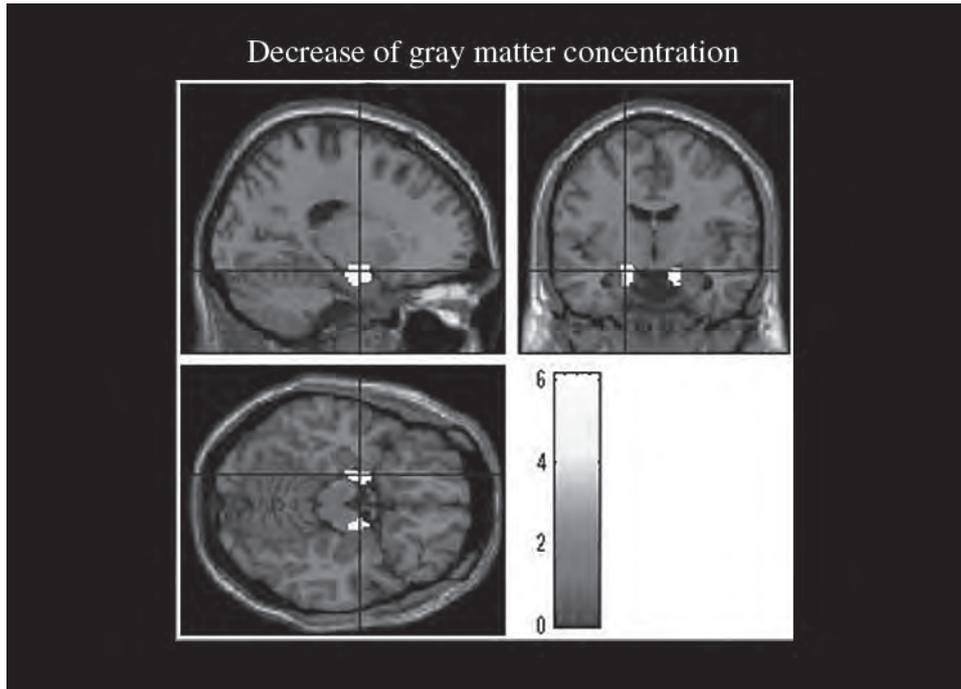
初期アルツハイマー型痴呆でのMRIによるVoxel-based morphometry
